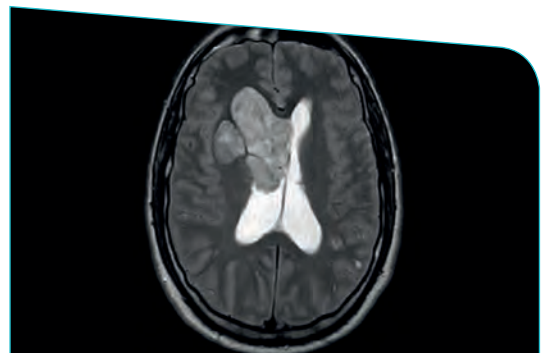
Situación radiológica cerebral evaluada por RM al diagnóstico
